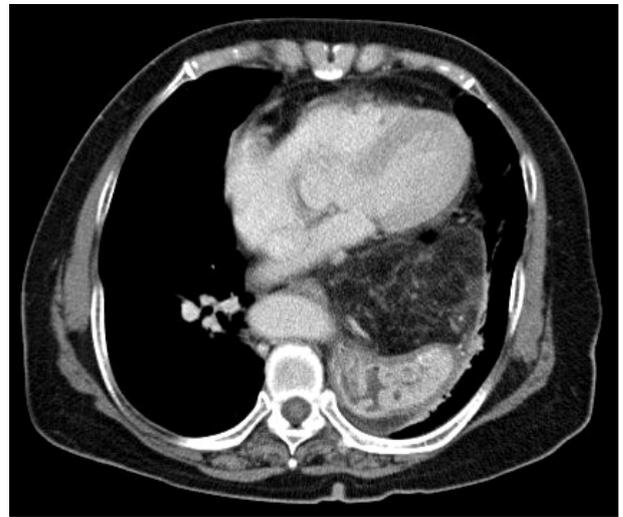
A contrast enhanced CT scan shows a wide defect of the esophageal hiatus combined with herniation of the stomach and omental fat.
